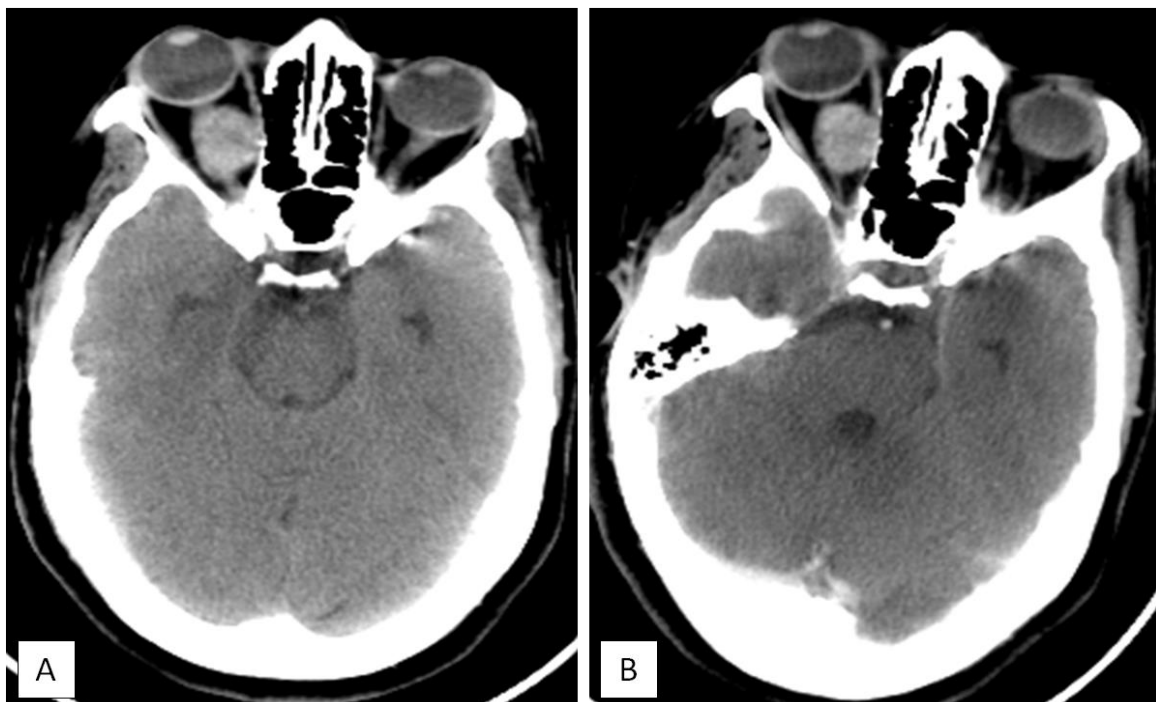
La TDM orbito-cérébrale montre la présence d'une lésion intra-conique droite centrée sur le nerf optique latéralisée en dedans, bien limitée de densité tissulaire (coupe axiale : A), rehaussée de façon modérée et homogène après contraste (coupe axiale : B).
